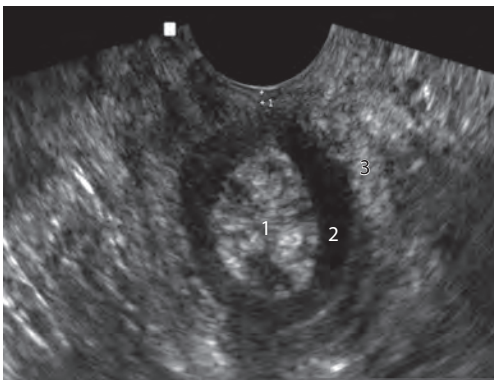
УЗИ анальных сфинктеров. 1 – слизистая оболочка прямой кишки; 2 – внутренний сфинктер; 3 – наружный сфинктер.
